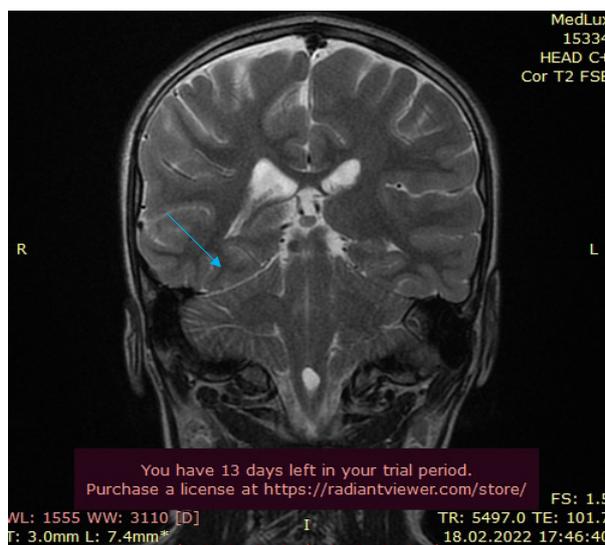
МРТ головного мозга. Зона после оперативного вмешательства.
